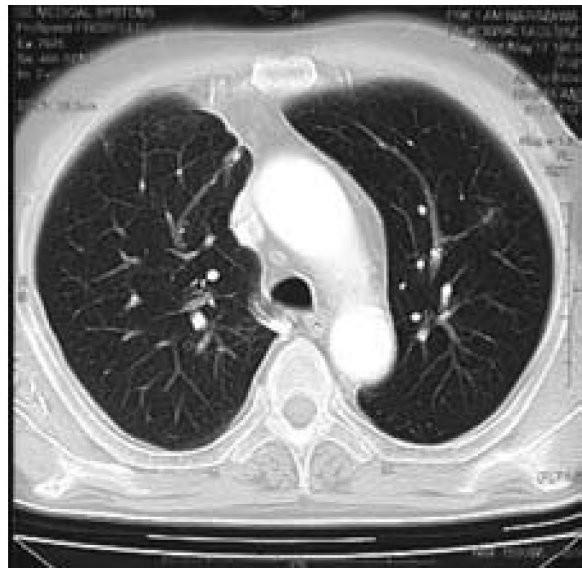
CT of the chest after two months of treatment: the lesion in the 3rd segment of the right lung has disappeared, the lesion in the 1st-2nd segment of the left lung is decreased.
